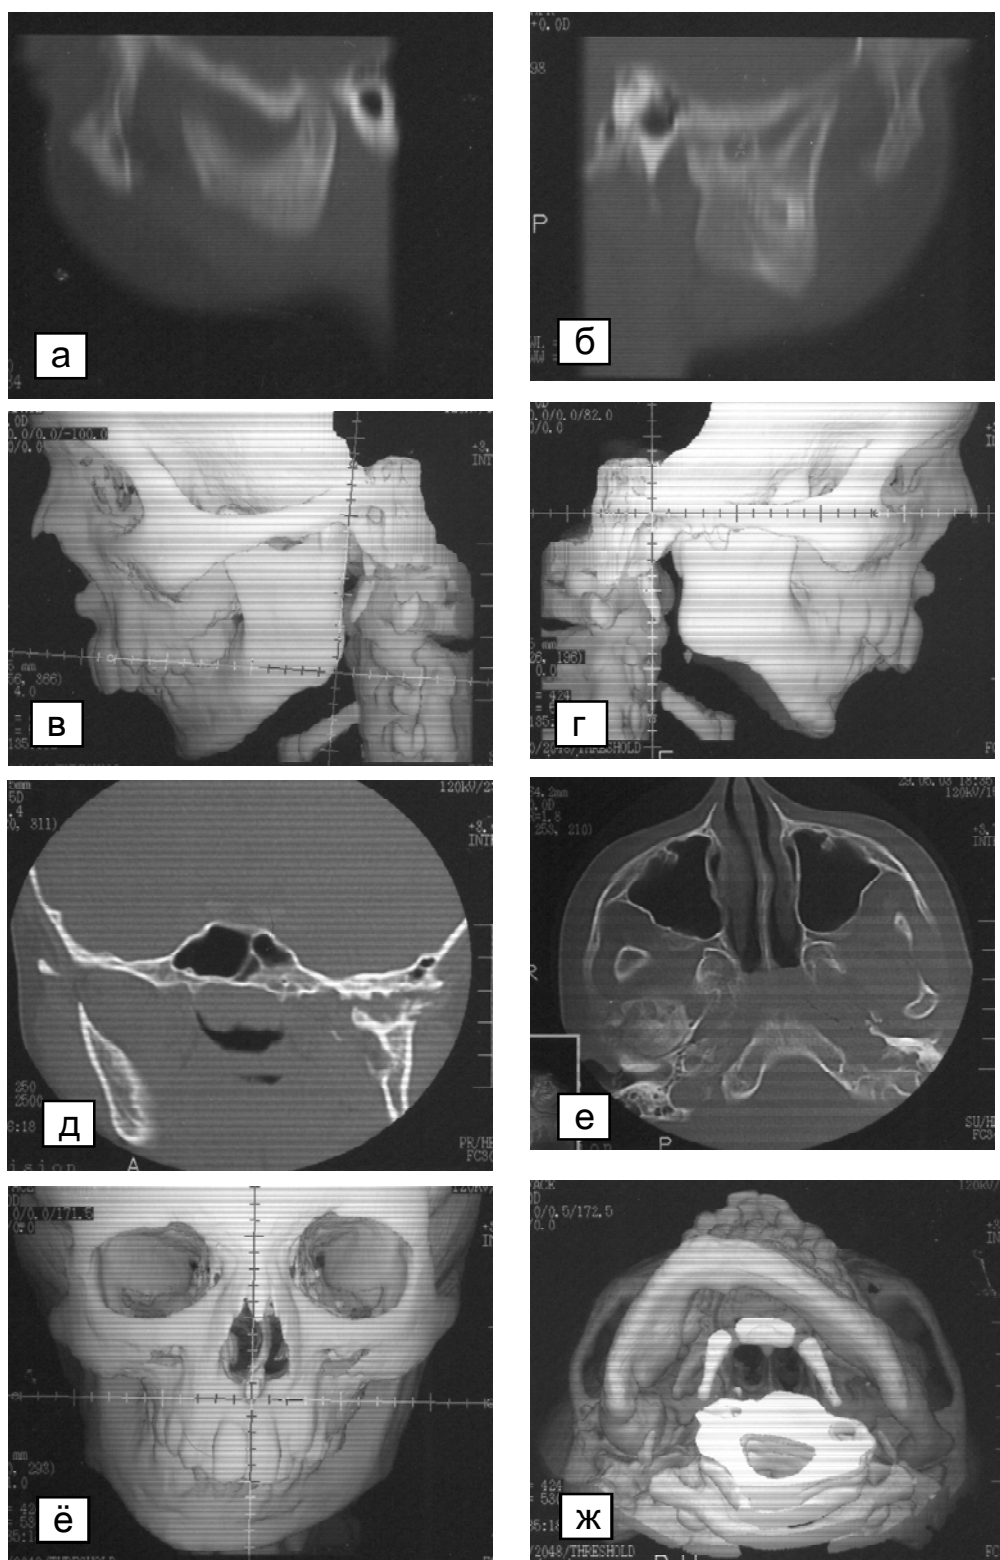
Компьютерная томография при анкилозе височно-нижнечелюстного сустава справа: а, б – сагиттальные срезы левого и правого сустава; д – фронтальный срез; е – аксиальный срез; в, г, ё, ж - компьютерные реконструкции соответствующие срезам.
